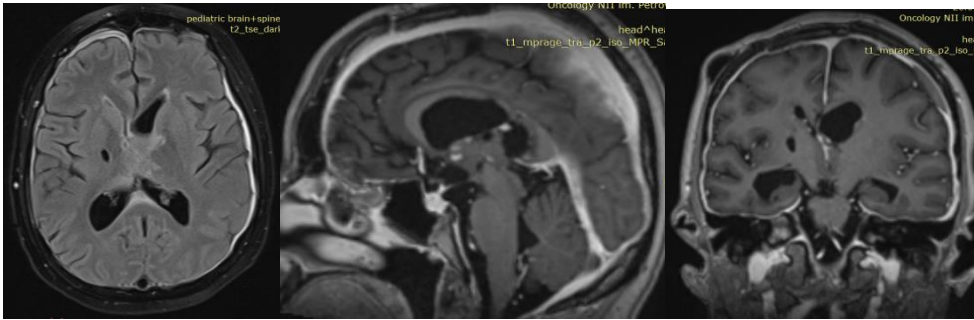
МРТ больной У. после операции. Стабильное состояние бластоматозного процесса
